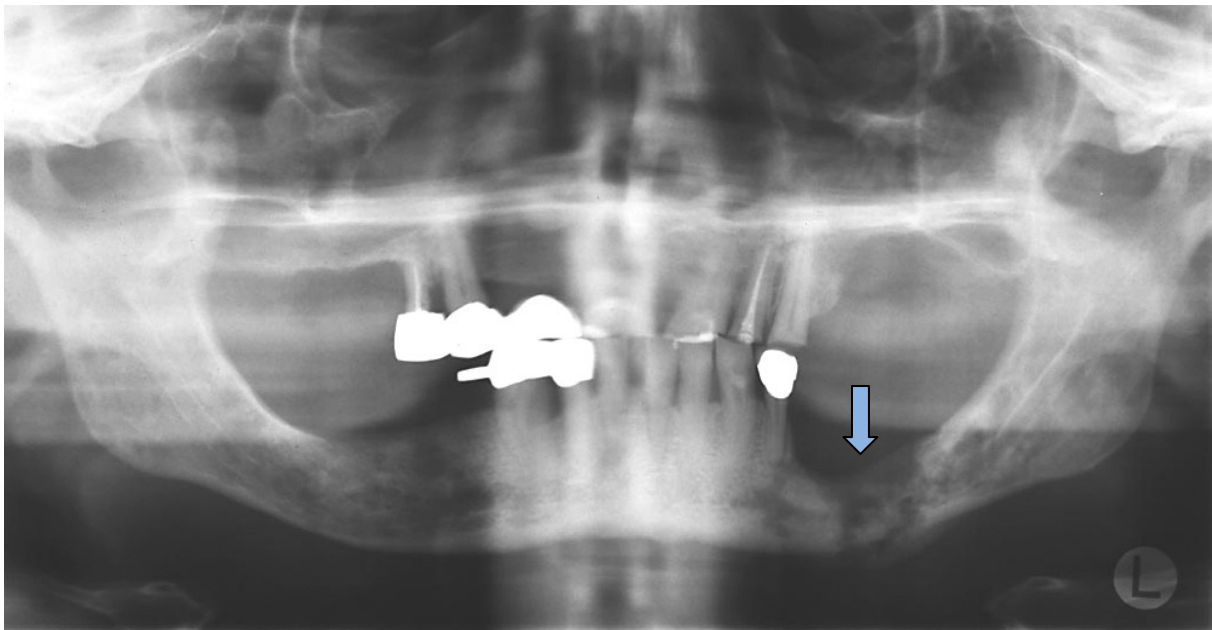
5: Orthopantomogramm mit Transluzenzen im Sinne von inhomogen strukturiertem osyteolytischen Knochens regio 34-37. Männlicher Patient, 63 Jahre alt mit metastasierendem multiplem Myelom
